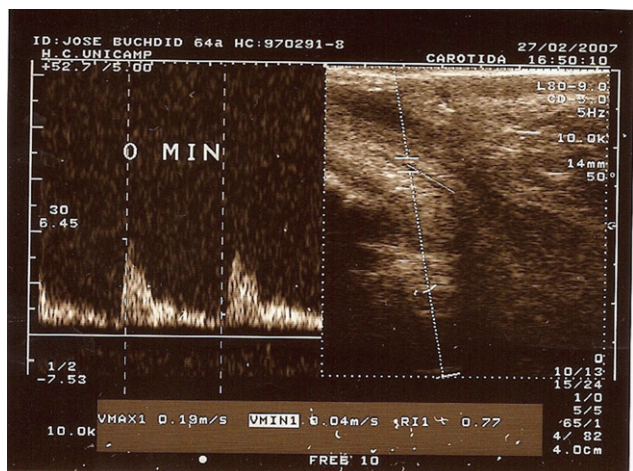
Eco-Doppler antes de la administración del gel donante de NO, con el índice de resistencia del vaso = 0,77.
